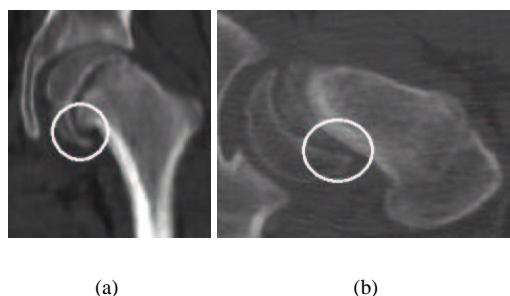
Tomografías de un fémur con EC donde se resalta la región donde comienza la fractura: (a) Tomografía frontal; (b) Tomografía axial.
